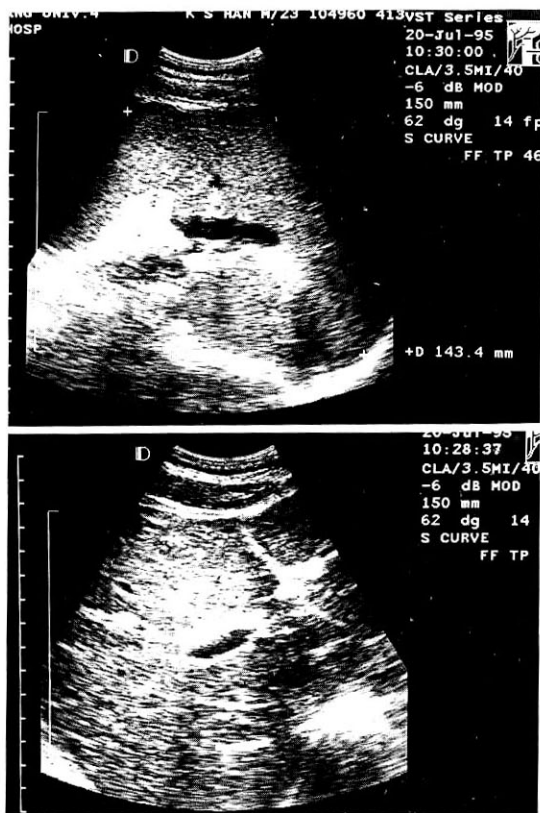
Abdominal sonogram reveals massive splenomegaly more than 14cm and coarse liver echogenicity suggestive of chronic parenchymal liver disease.
